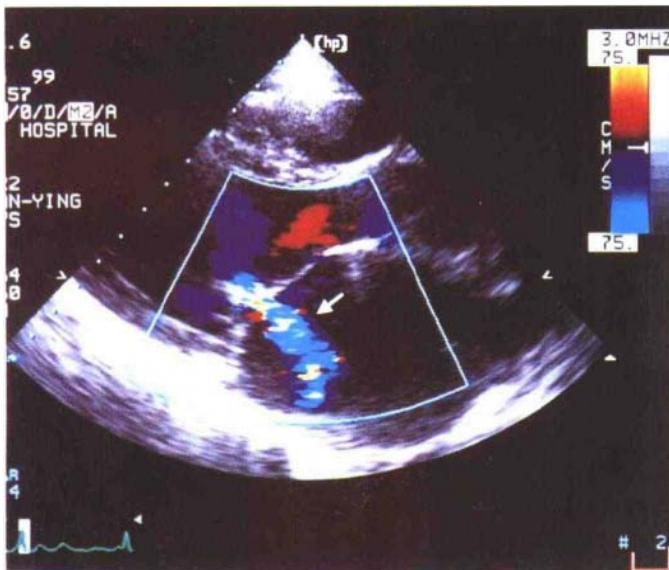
二尖瓣关闭不全患者收缩期左心长轴切面左房内可见蓝色返流束(箭头所指处)(同济医院超声影像科供图)
